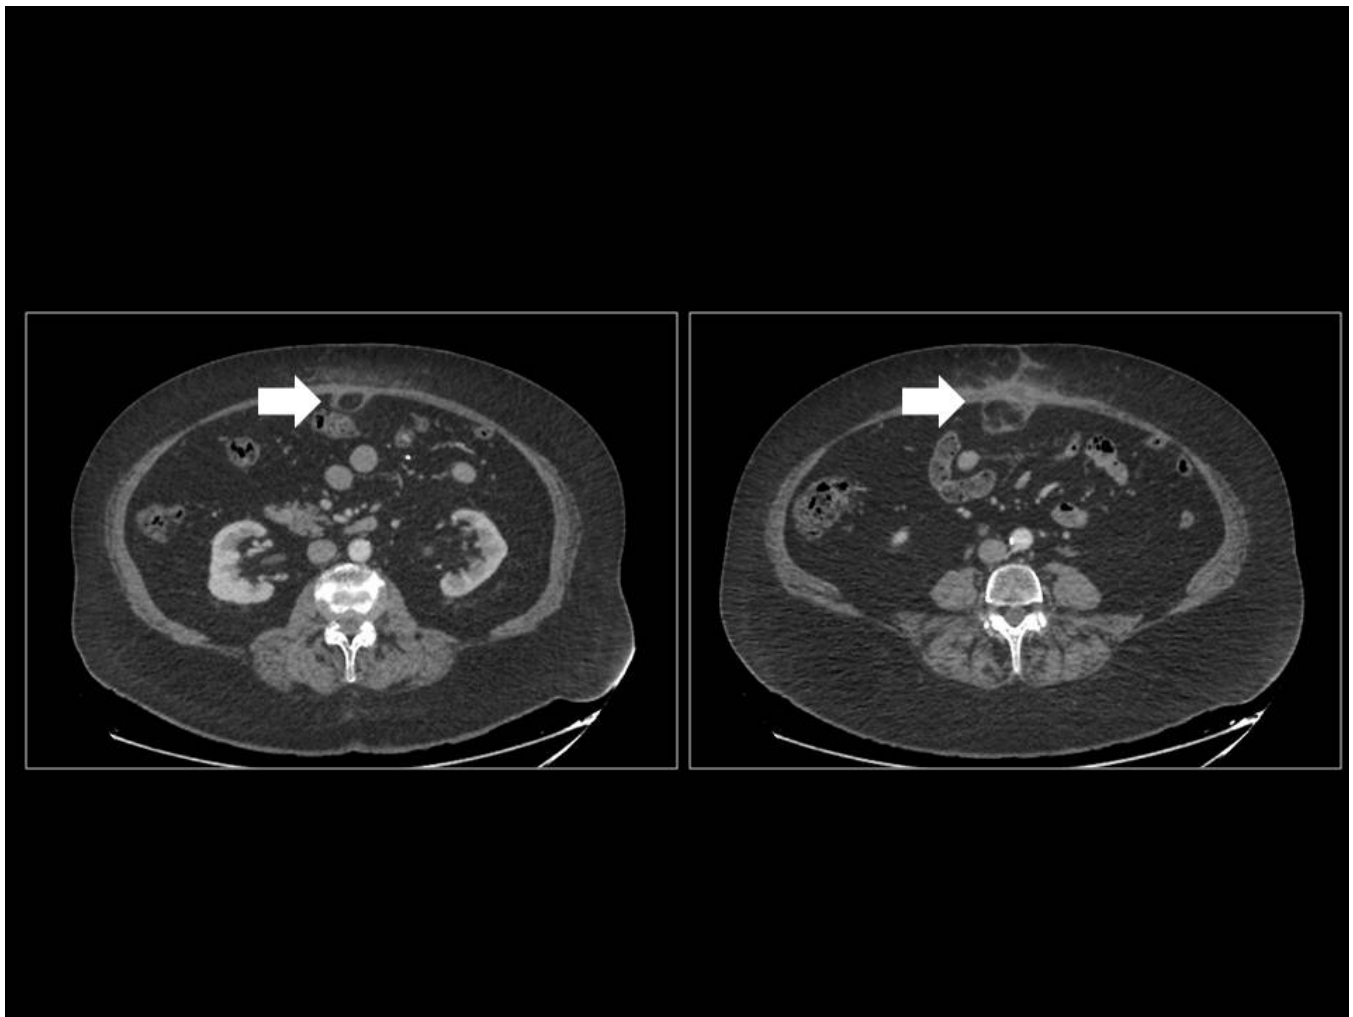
INFARTO OMENTAL. TC con cortes axiales que muestra lesión nodular de atenuación grasa (1 asociados en región de omento mayor compatible con infarto omental.
